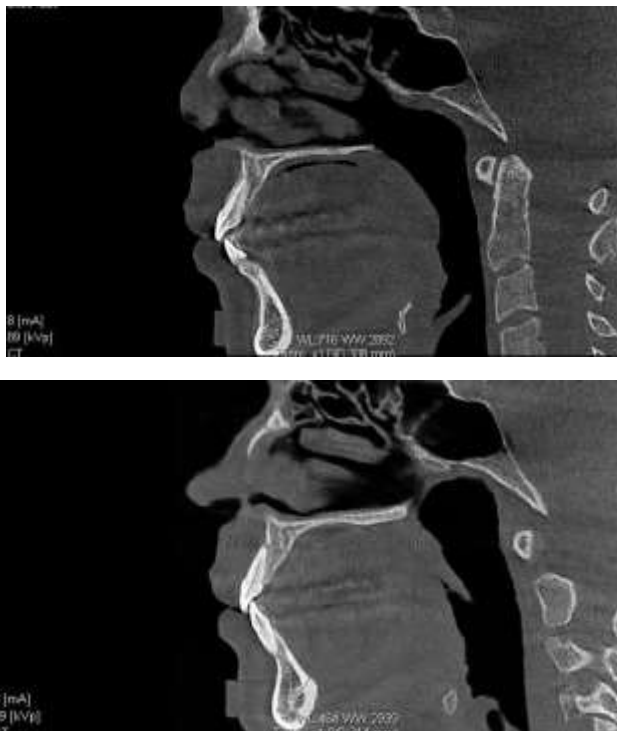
Пациентка И., (30 лет). КТ после ортодонтического лечения
